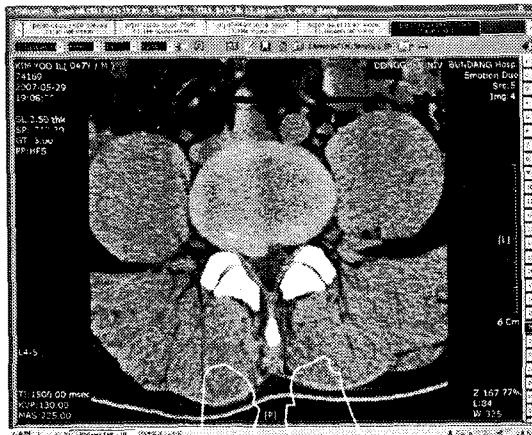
CT imaging of case 4
